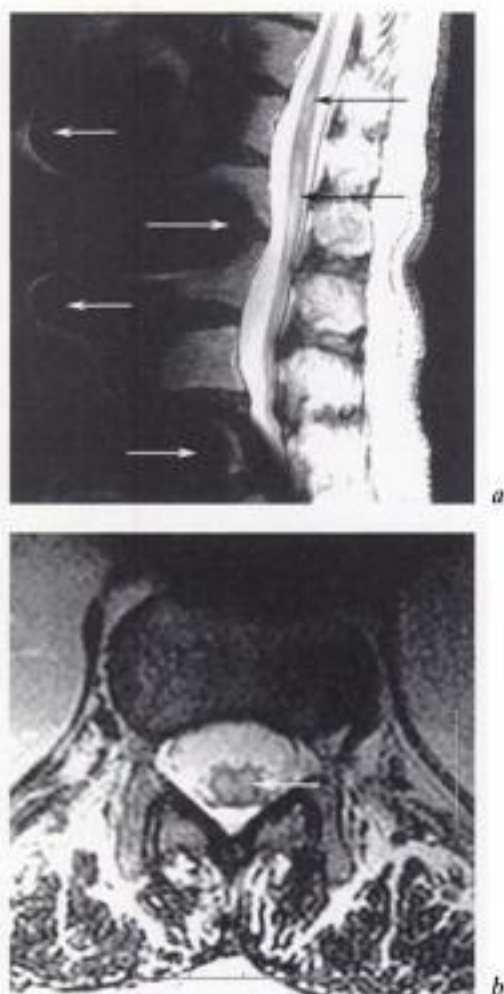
Myélopathie ischémique postopératoire. IRM en a) coupes sagittale et en b) axiale pondérées T2. Artefact de matériel prothétique aortique (flèches blanches en a). Lésion médullaire effilée « en crayon » (flèche noires en a), de topographie centromédullaire au niveau du cône médullaire (flèche blanche en b).
